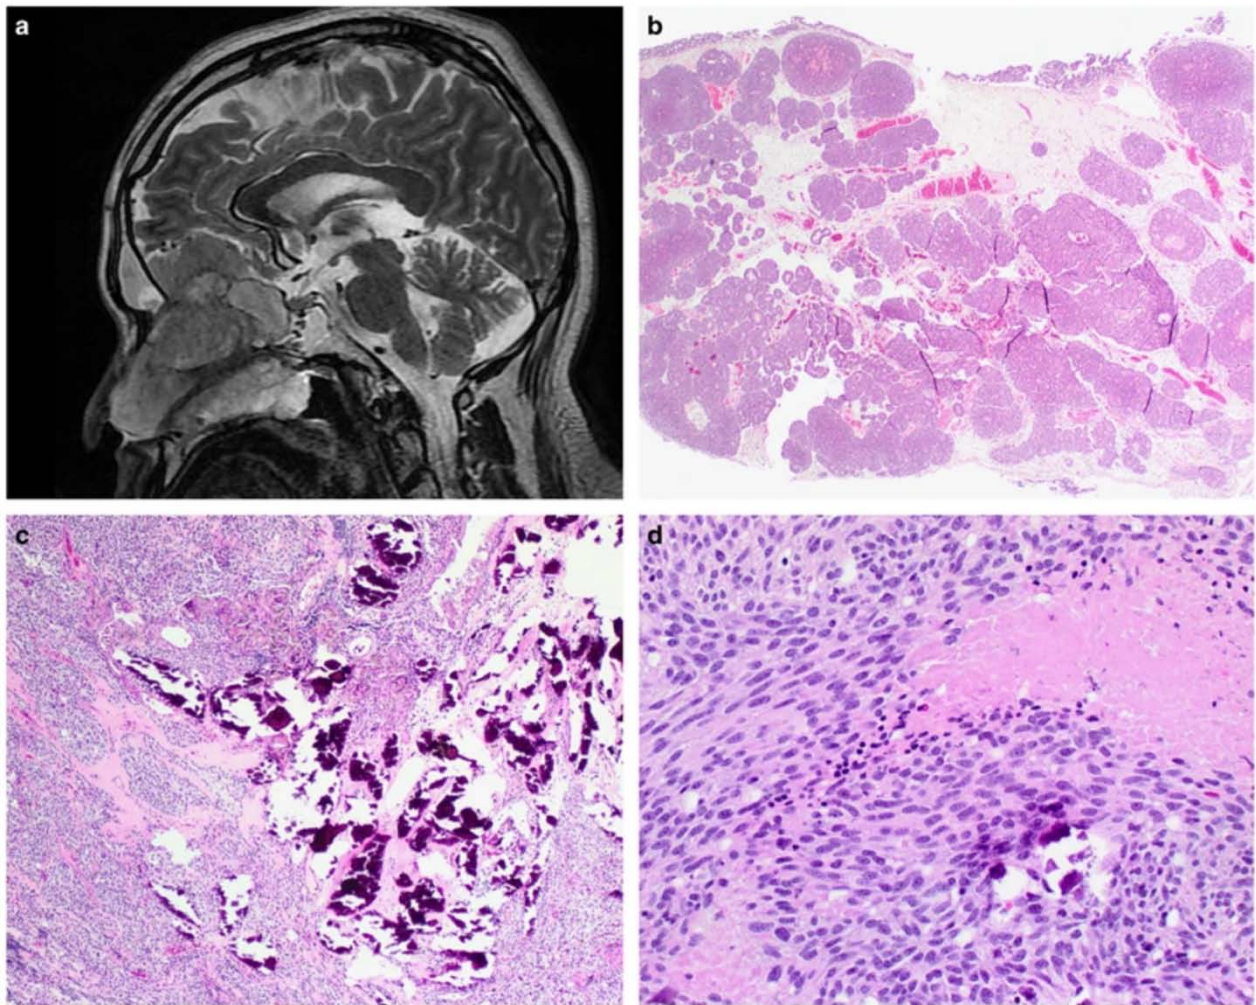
Tumeur agressive de la cavité nasale avec extension intracrânienne sur l'IRM pondérée en T2 (a). Une architecture lobulaire est presque toujours présente (b). Des calcifications peuvent être observées (c). La nécrose tumorale (d) et l'augmentation des mitoses sont généralement observées dans les tumeurs de grade supérieur(31)
